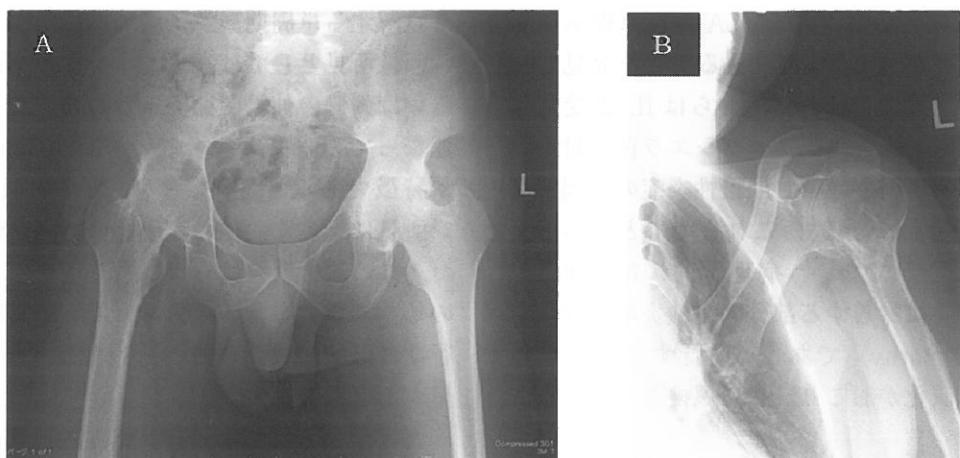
両股関節単純X線正面像(A)。左股関節裂隙が狭小化し、右股関節は関節裂隙が消失し強直している。左肩単純X線正面像(B)。左肩関節は強直している。
